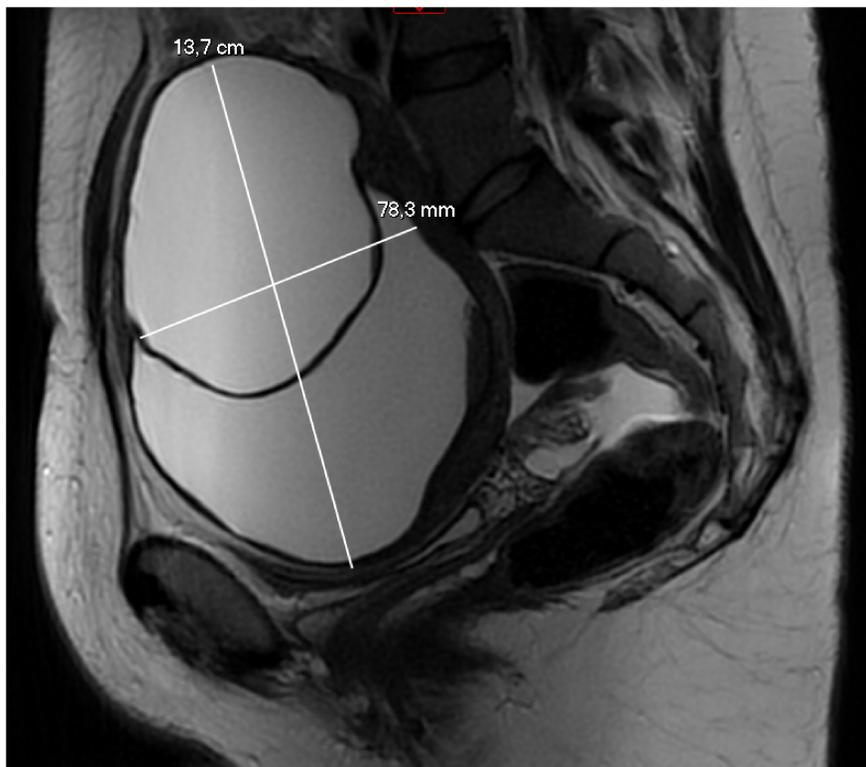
RM pelvis. Aumento de tamaño del anejo izquierdo y de dos voluminosos quistes anexiales, presentando el mayor de ellos en estudio actual un nivel líquido-líquido en región declive compatible con contenido hemorrágico interno. Además presentan engrosamiento difuso de su pared y también engrosamiento más significativo del parénquima anexial circundante, que alcanza los 11 mm de grosor y que presenta hipovascularización en el estudio dinámico con contraste. Asocia marcada ingurgitación y engrosamiento del pedículo vascular y la trompa ipsilateral, también con hipocaptación en el estudio con contraste (curva de captación mucho menor que en el lado contralateral). Los hallazgos son compatibles con torsión anexial, con complicación hemorrágica. Anejo derecho sin evidencia de lesiones de 17, 3 x 25,6 mm, con formaciones funcionales milimétricas.
